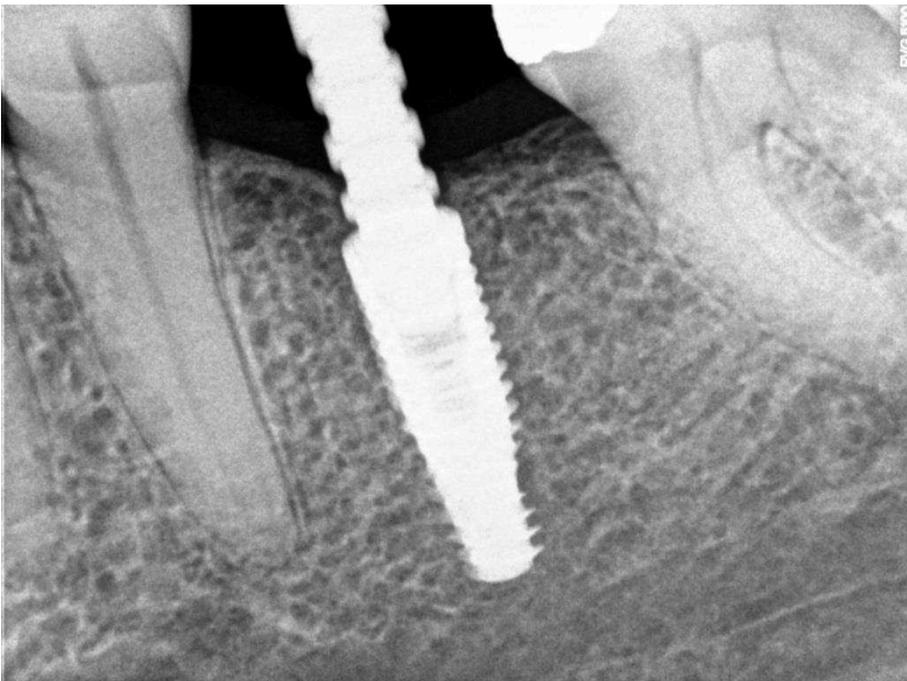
Radiografia com implante instalado com profundímetro para seleção do pilar
